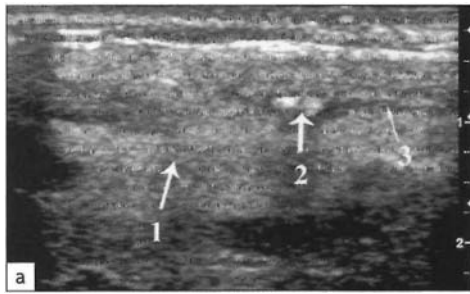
a : échographie d'une glande parotidienne avec une lithiase (1 : parenchyme ; 2 : lithiase ; 3 : dilatation du canal). b : sialographie d'un canal de Sténon présentant deux lithiases. c : expulsion spontanée d'une lithiase après lithotripsie extra-corporelle.
